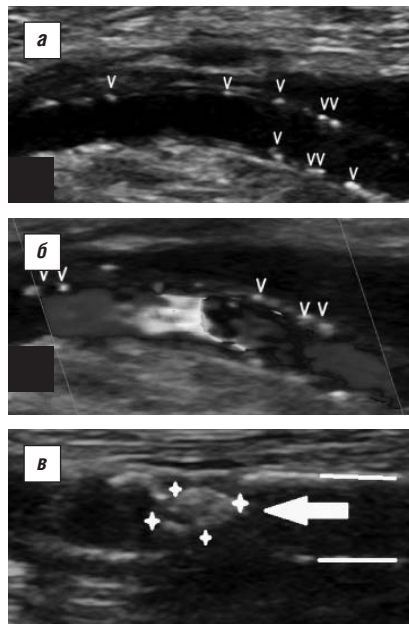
УЗИ просвета бедренной артерии. а – «серая шкала»; б – энергетический доплер; в – крупный гиперэхогенный депозит (кальцинат) в просвете сосуда (указан стрелкой). v – гиперэхогенные депозиты (кальцинаты) в стенках сосуда
